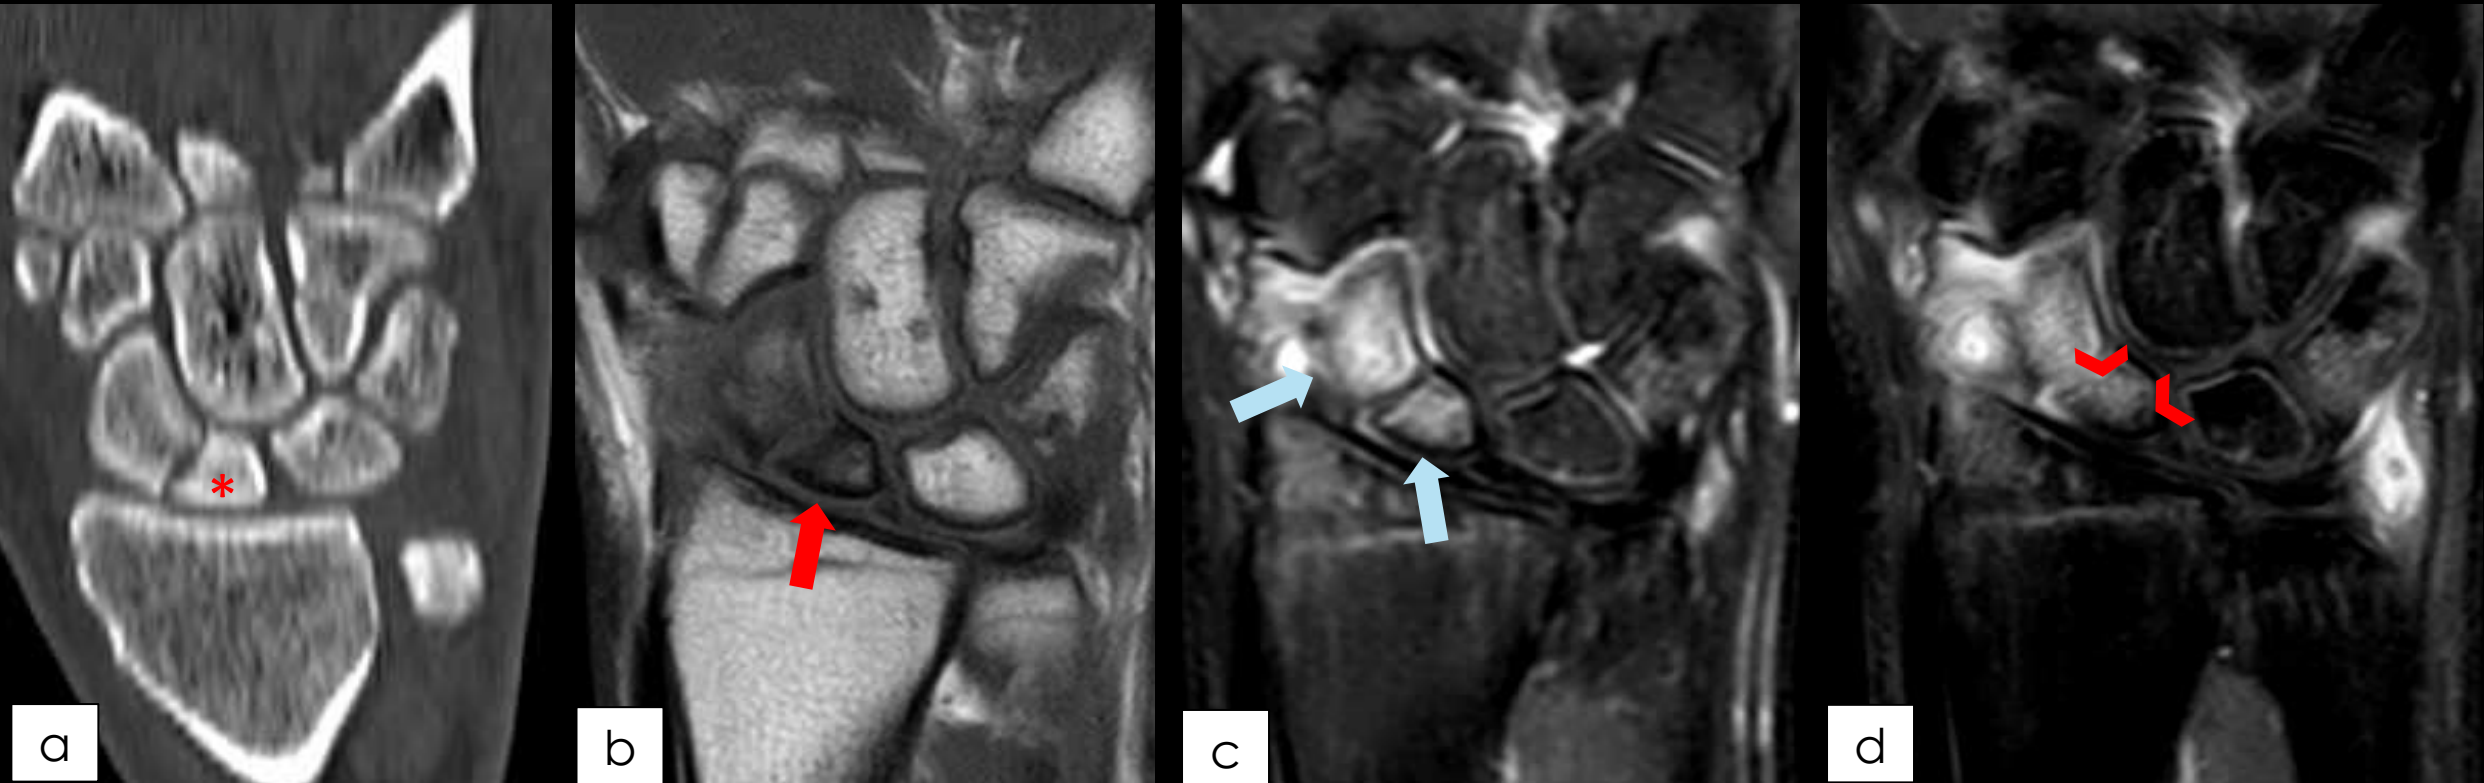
Paciente de 20 años con antecedente de fractura de escafoides. En (a) se muestra una TC corte coronal con reconstrucción de hueso en la que se aprecia una fractura de escafoides no consolidada, con esclerosis del polo proximal (asterisco). Las imágenes (b), (c) y (d) corresponden al estudio de RM del mismo paciente. En (b) se observa que este extremo proximal es marcadamente hipointenso en T1 (flecha roja). En secuencia T2-SPAIR (c) se aprecia edema de médula ósea en ambos extremos (flechas azules). En el estudio con contraste (T1-SPIR) (d) el fragmento distal presenta una captación de contraste parcheada y de menor intensidad con respecto al segmento distal (puntas de flecha), hallazgo compatible con áreas de necrosis parcheadas. El paciente fue tratado quirúrgicamente con injerto óseo, observando intraoperatoriamente menor viabilidad del segmento proximal.
